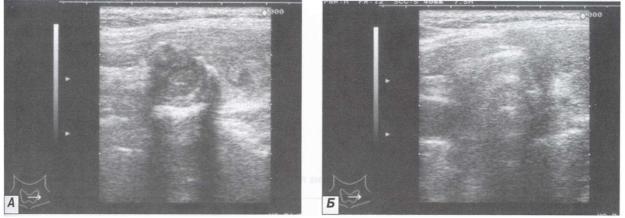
A - УЗ томограмма коллоидного зоба в процессе лизиса; Б – УЗ томограмма коллоидного зоба в конце лизиса.
